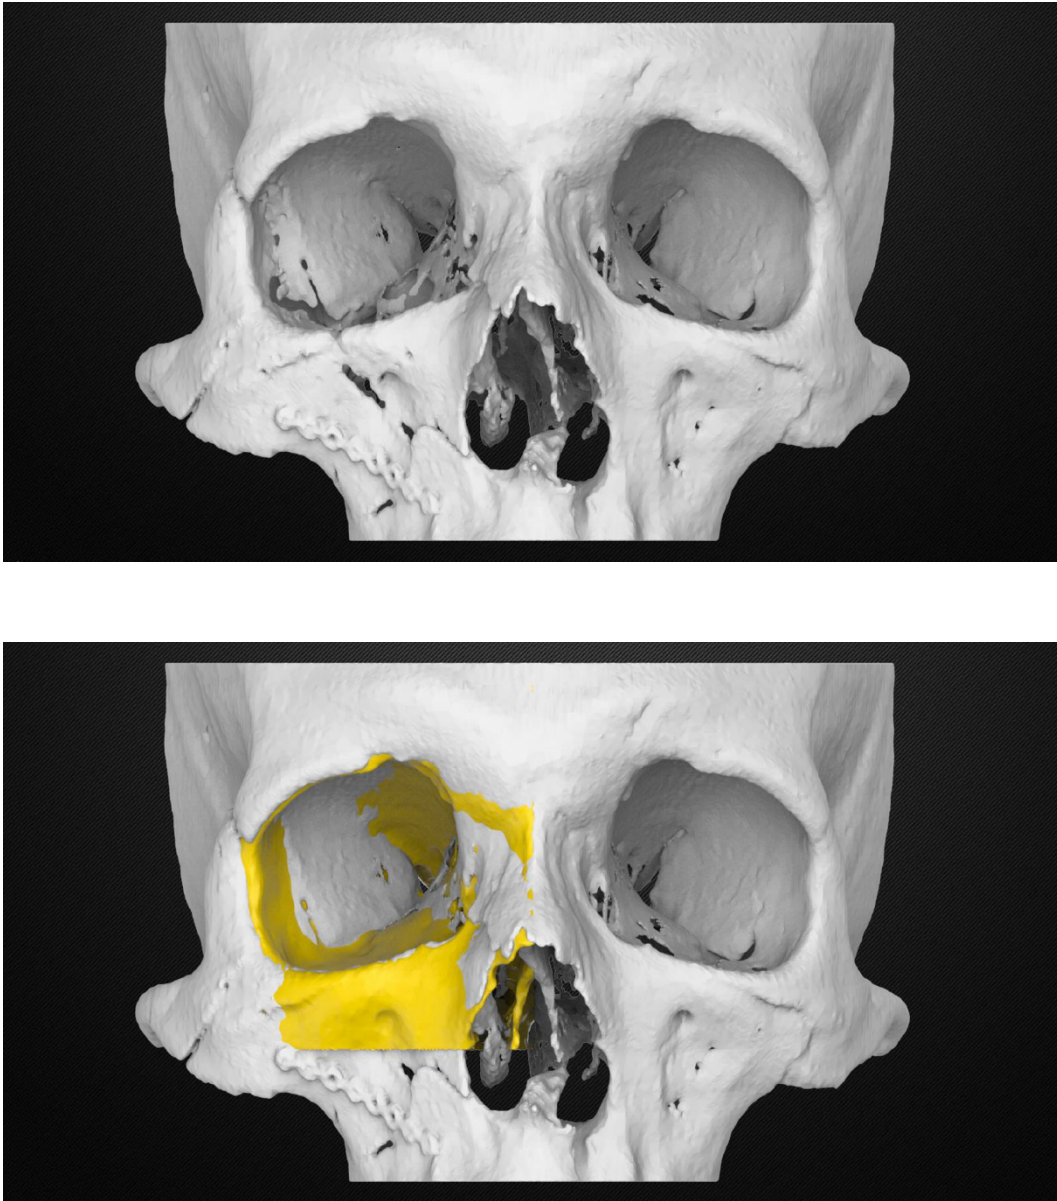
Estrazione tridimensionale della TC e mirroring del lato sinistro sul destro del paziente #2. (Immagini di Sintac Biomedical Engineering, GPI)
